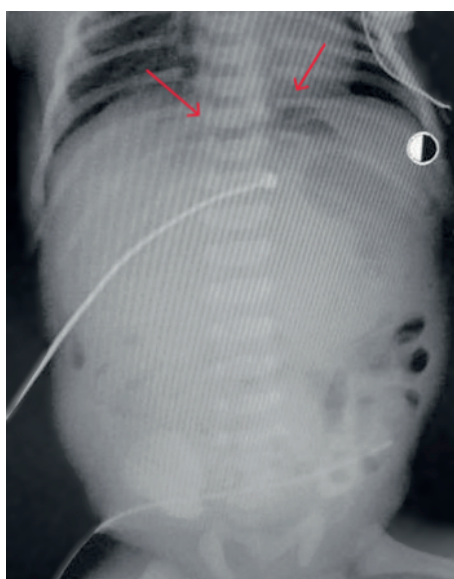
На рентгенограммах органов брюшной полости характерный признак пневмоперитонеума — симптом «серпа»
